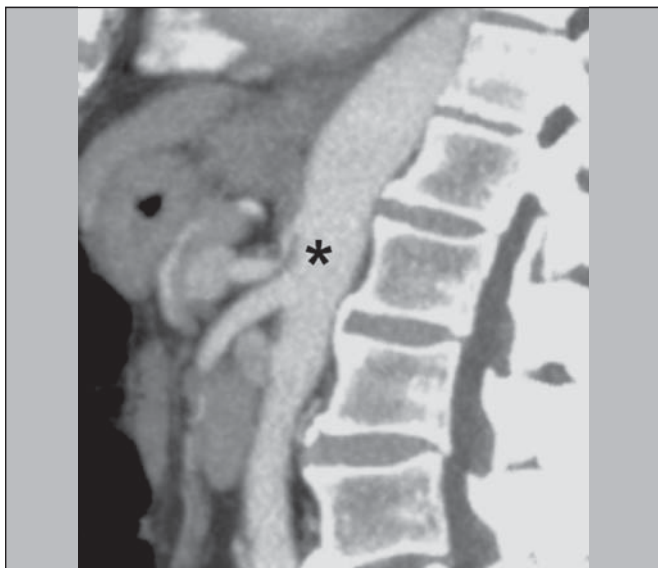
Síndrome do ligamento arqueado. TC sagital. Aspecto “em gancho” (retificação do trajeto) do tronco celíaco (asterisco), com leve ectasia pós-estenótica.
